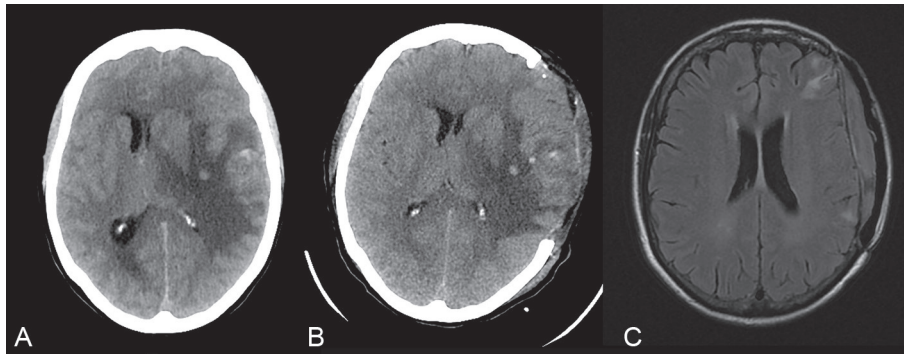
TDM cérébrales sans injection en coupes axiales. Ces clichés montrent un infarctus veineux avec engagement sous-falcien (A), traité par craniectomie (B), avec IRM cérébrale en séquence FLAIR coupe axiale à un an, montrant une bonne évolution avec cranioplastie (C).
